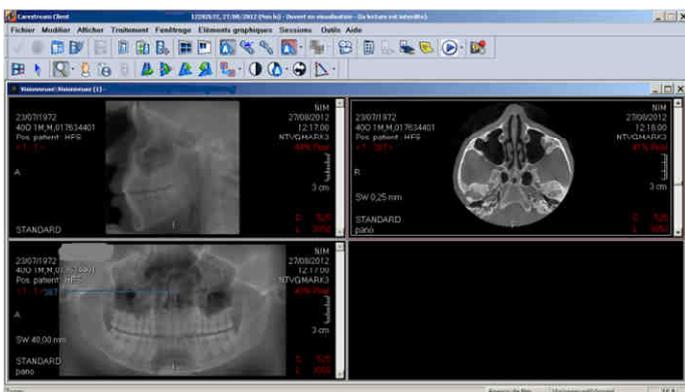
scout view lors de l'ouverture de l'examen CBCT avec profil, panoramique et coupe axiale
